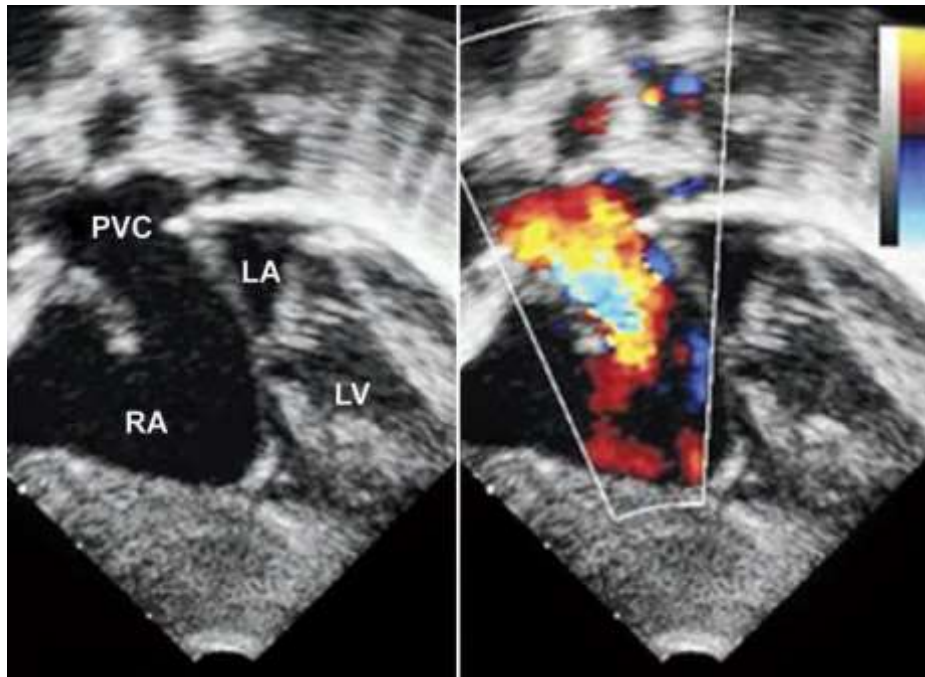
RVPAT type 2 image d'une échocardiographie cardiaque avec doppler couleur montrant le collecteur veineux pulmonaire qui se draine dans l'oreillette droite
